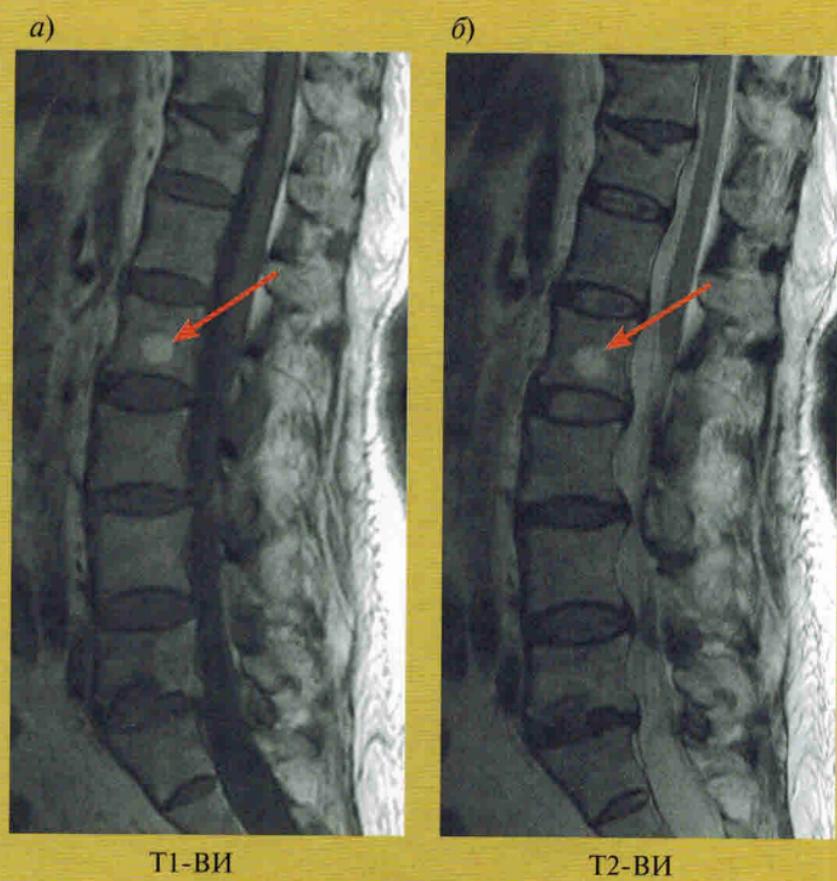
Гемангиома тела L2 позвонка. МРТ
